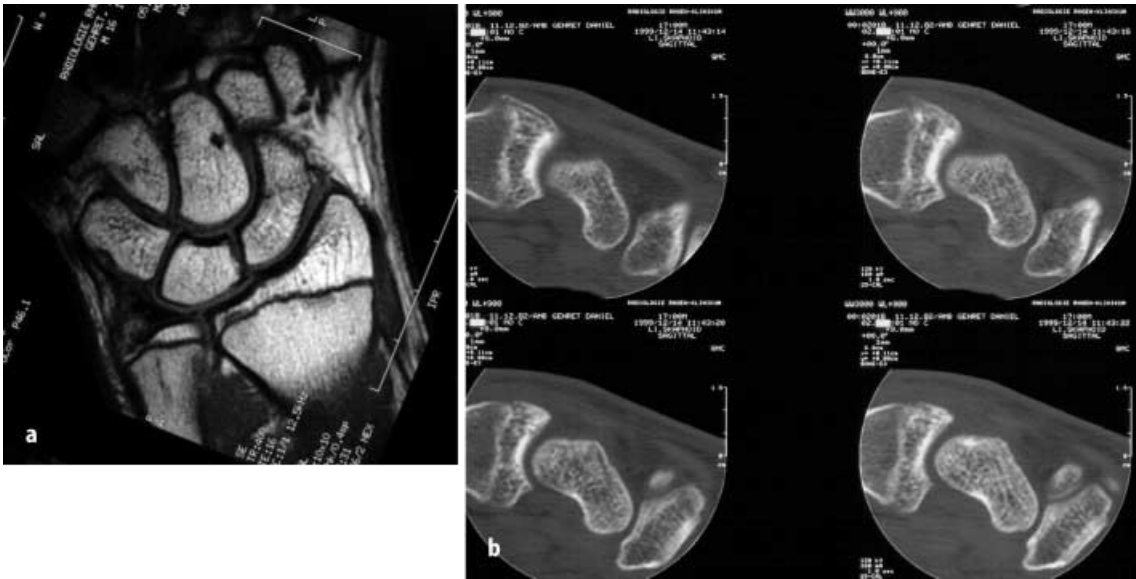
▲ 5 Monate nach konservativer Frakturbehandlung (a) im MRT (T1-gewichtete Spinechsenquenz koronal) Nachweis der ehemaligen Fraktur als signalarme Linie (b) in der CT vollständige knöcherne Konsolidierung der Fraktur
